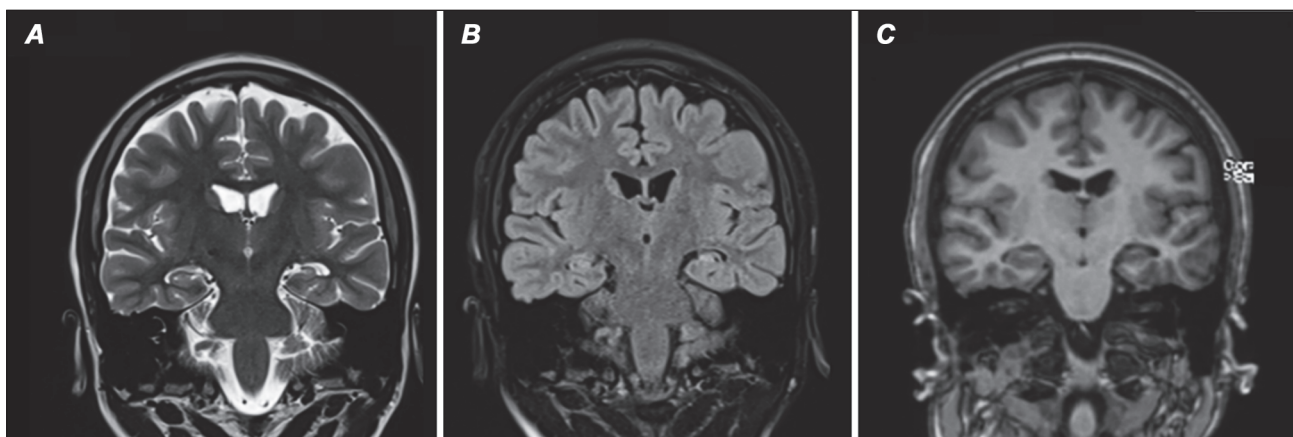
Typical changes on MRI of the brain in a patient with left-sided hippocampal sclerosis. Reduced size of the left hippocampus and increased signal intensity from it: A — in T2 mode; B — in FLAIR mode; C — in T1 mode
